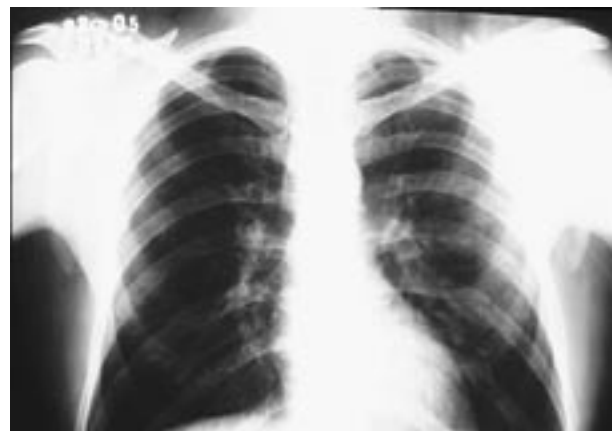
Radiografia de tórax, realizada após tratamento com medicação antiparasitária, mostrando desaparecimento das anormalidades anteriormente descritas.
